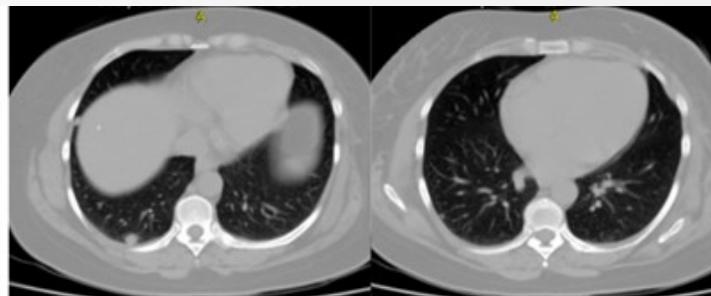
TAC. Evidencia de nódulos pulmonares múltiples
